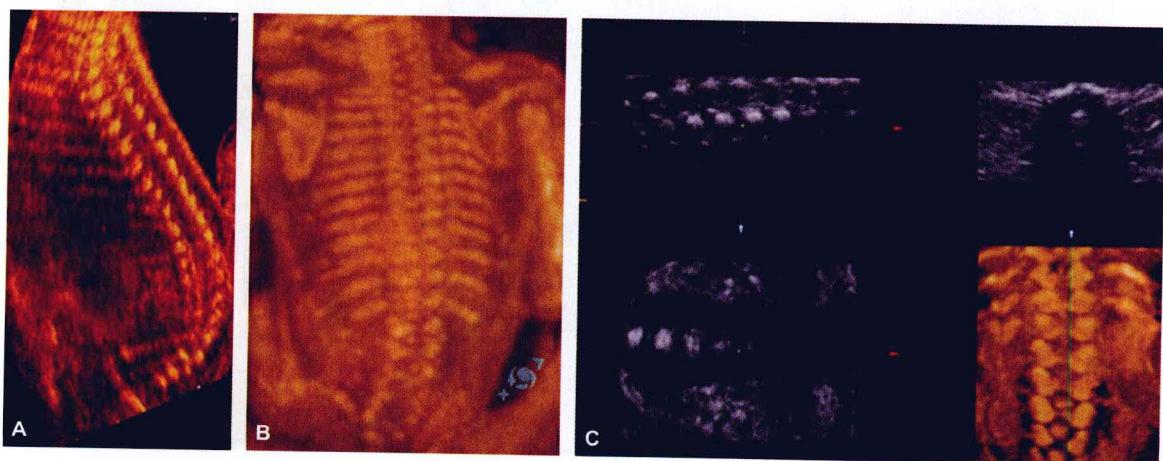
~C:(A)2D 超声显示正常脊椎的矢状切面。(B~C)3D 最大化模式可被用于评估完整脊柱的椎管结构。
